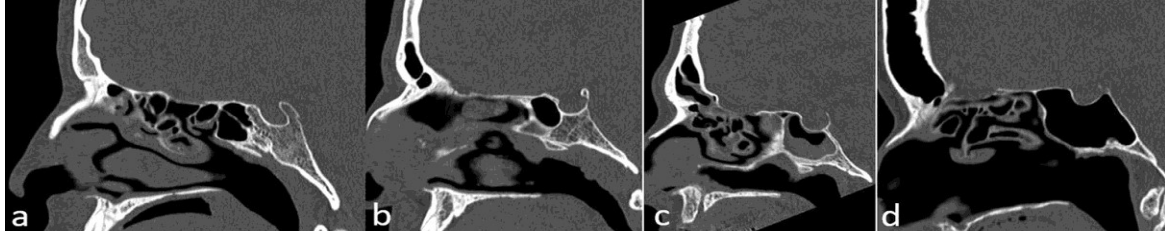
Hình ảnh tế bào Onodi trên CT (mũi tên)
